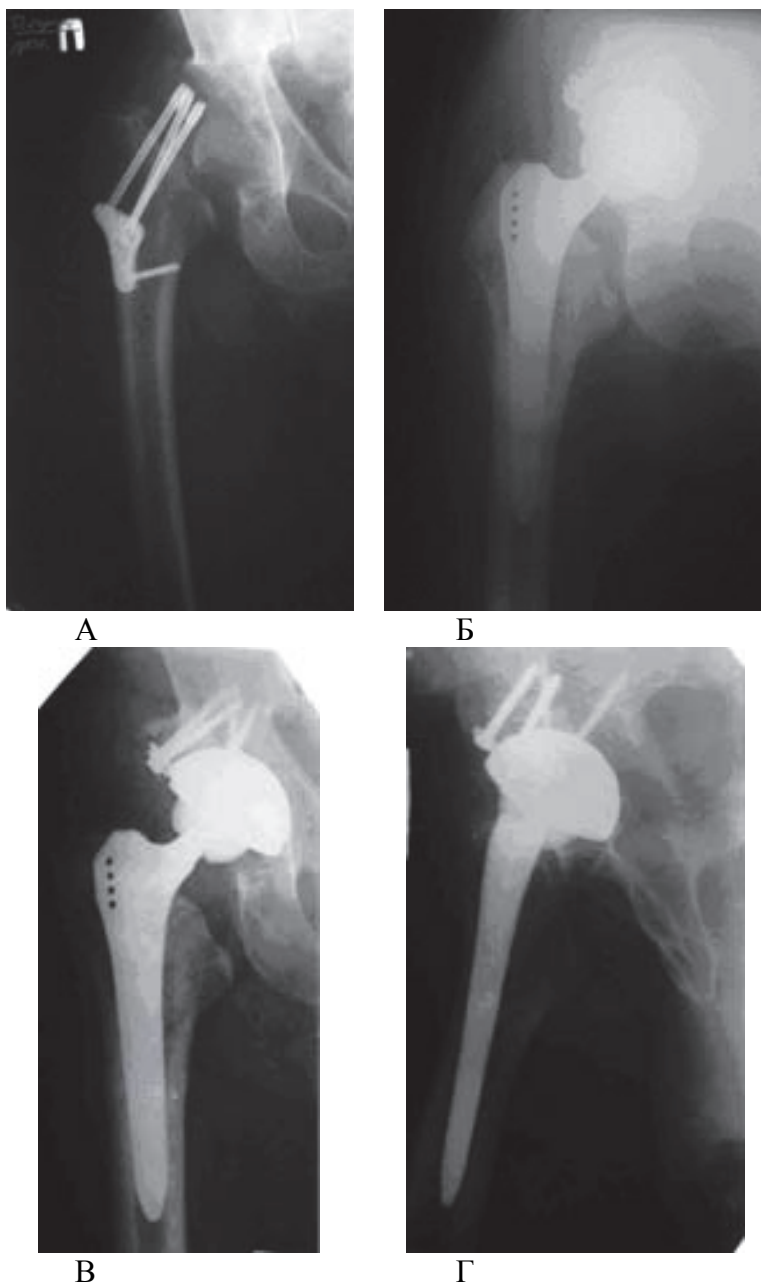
Фотоотпечатки рентгенограмм больного Р., 65 лет: ложный сустав шейки
